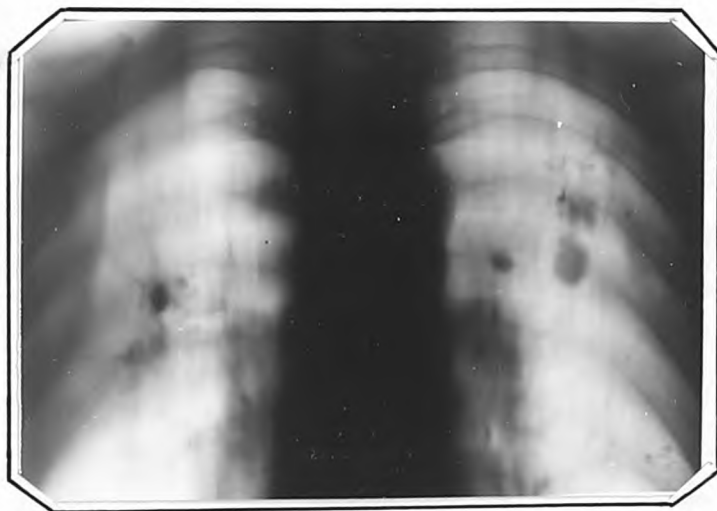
Томограмма того же т.п. (срез 7 см).
